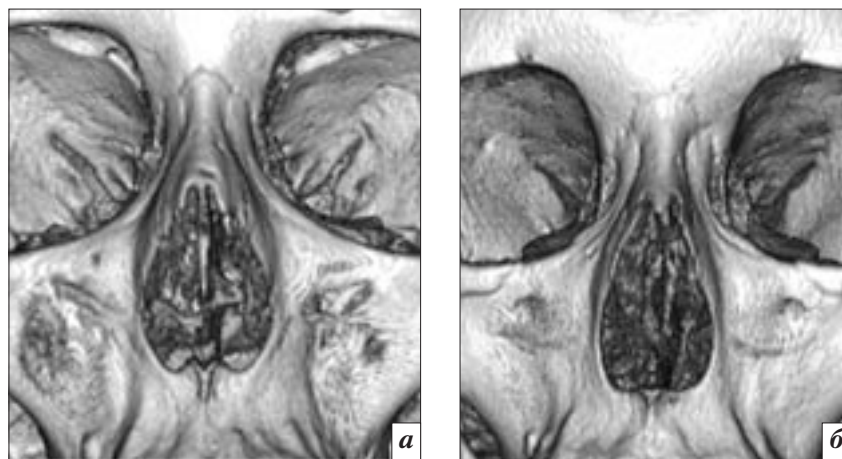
МСКТ, 3D-реконструкция, костный режим: сердцевидный (а) и каплевидный (б) варианты грушевидных отверстий
